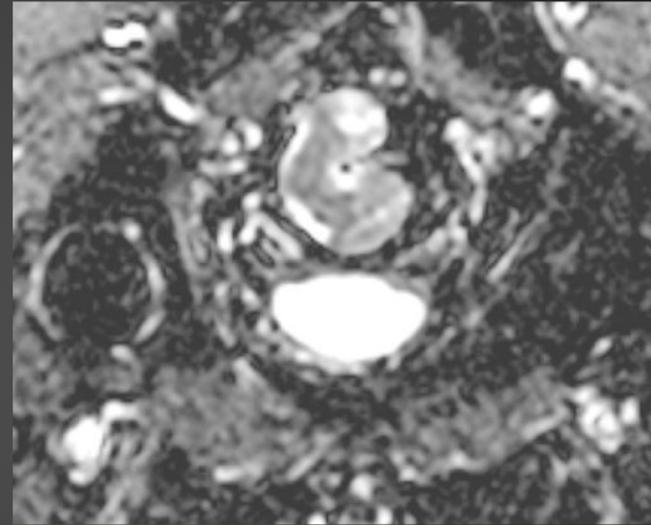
Resonancia Magnética de pelvis de alta resolución, corte coronal; secuencia de ADC., acorde a la Fig 3 se observa caída de la señal de la formación sólida endoluminal a nivel rectal; Con resultado histopatológico de adenoma tubulo-velloso).
